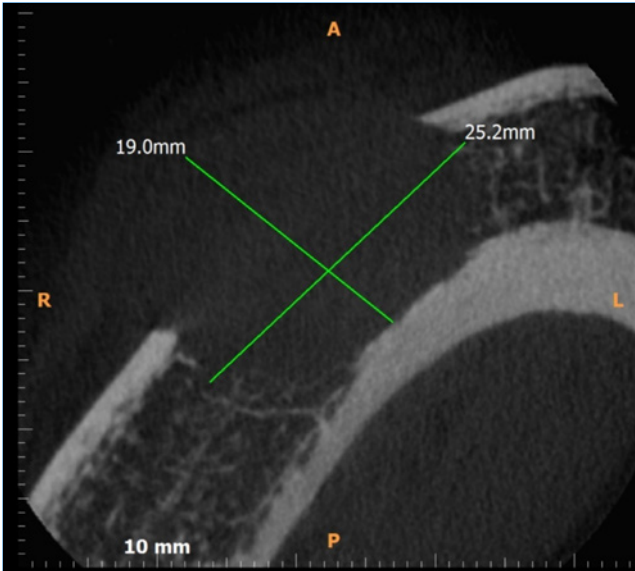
Reconstrução axial de TC, evidenciando lesão hipodensa, osteolítica, causando rompimento da cortical vestibular e medindo 19 mm x 25 mm.
